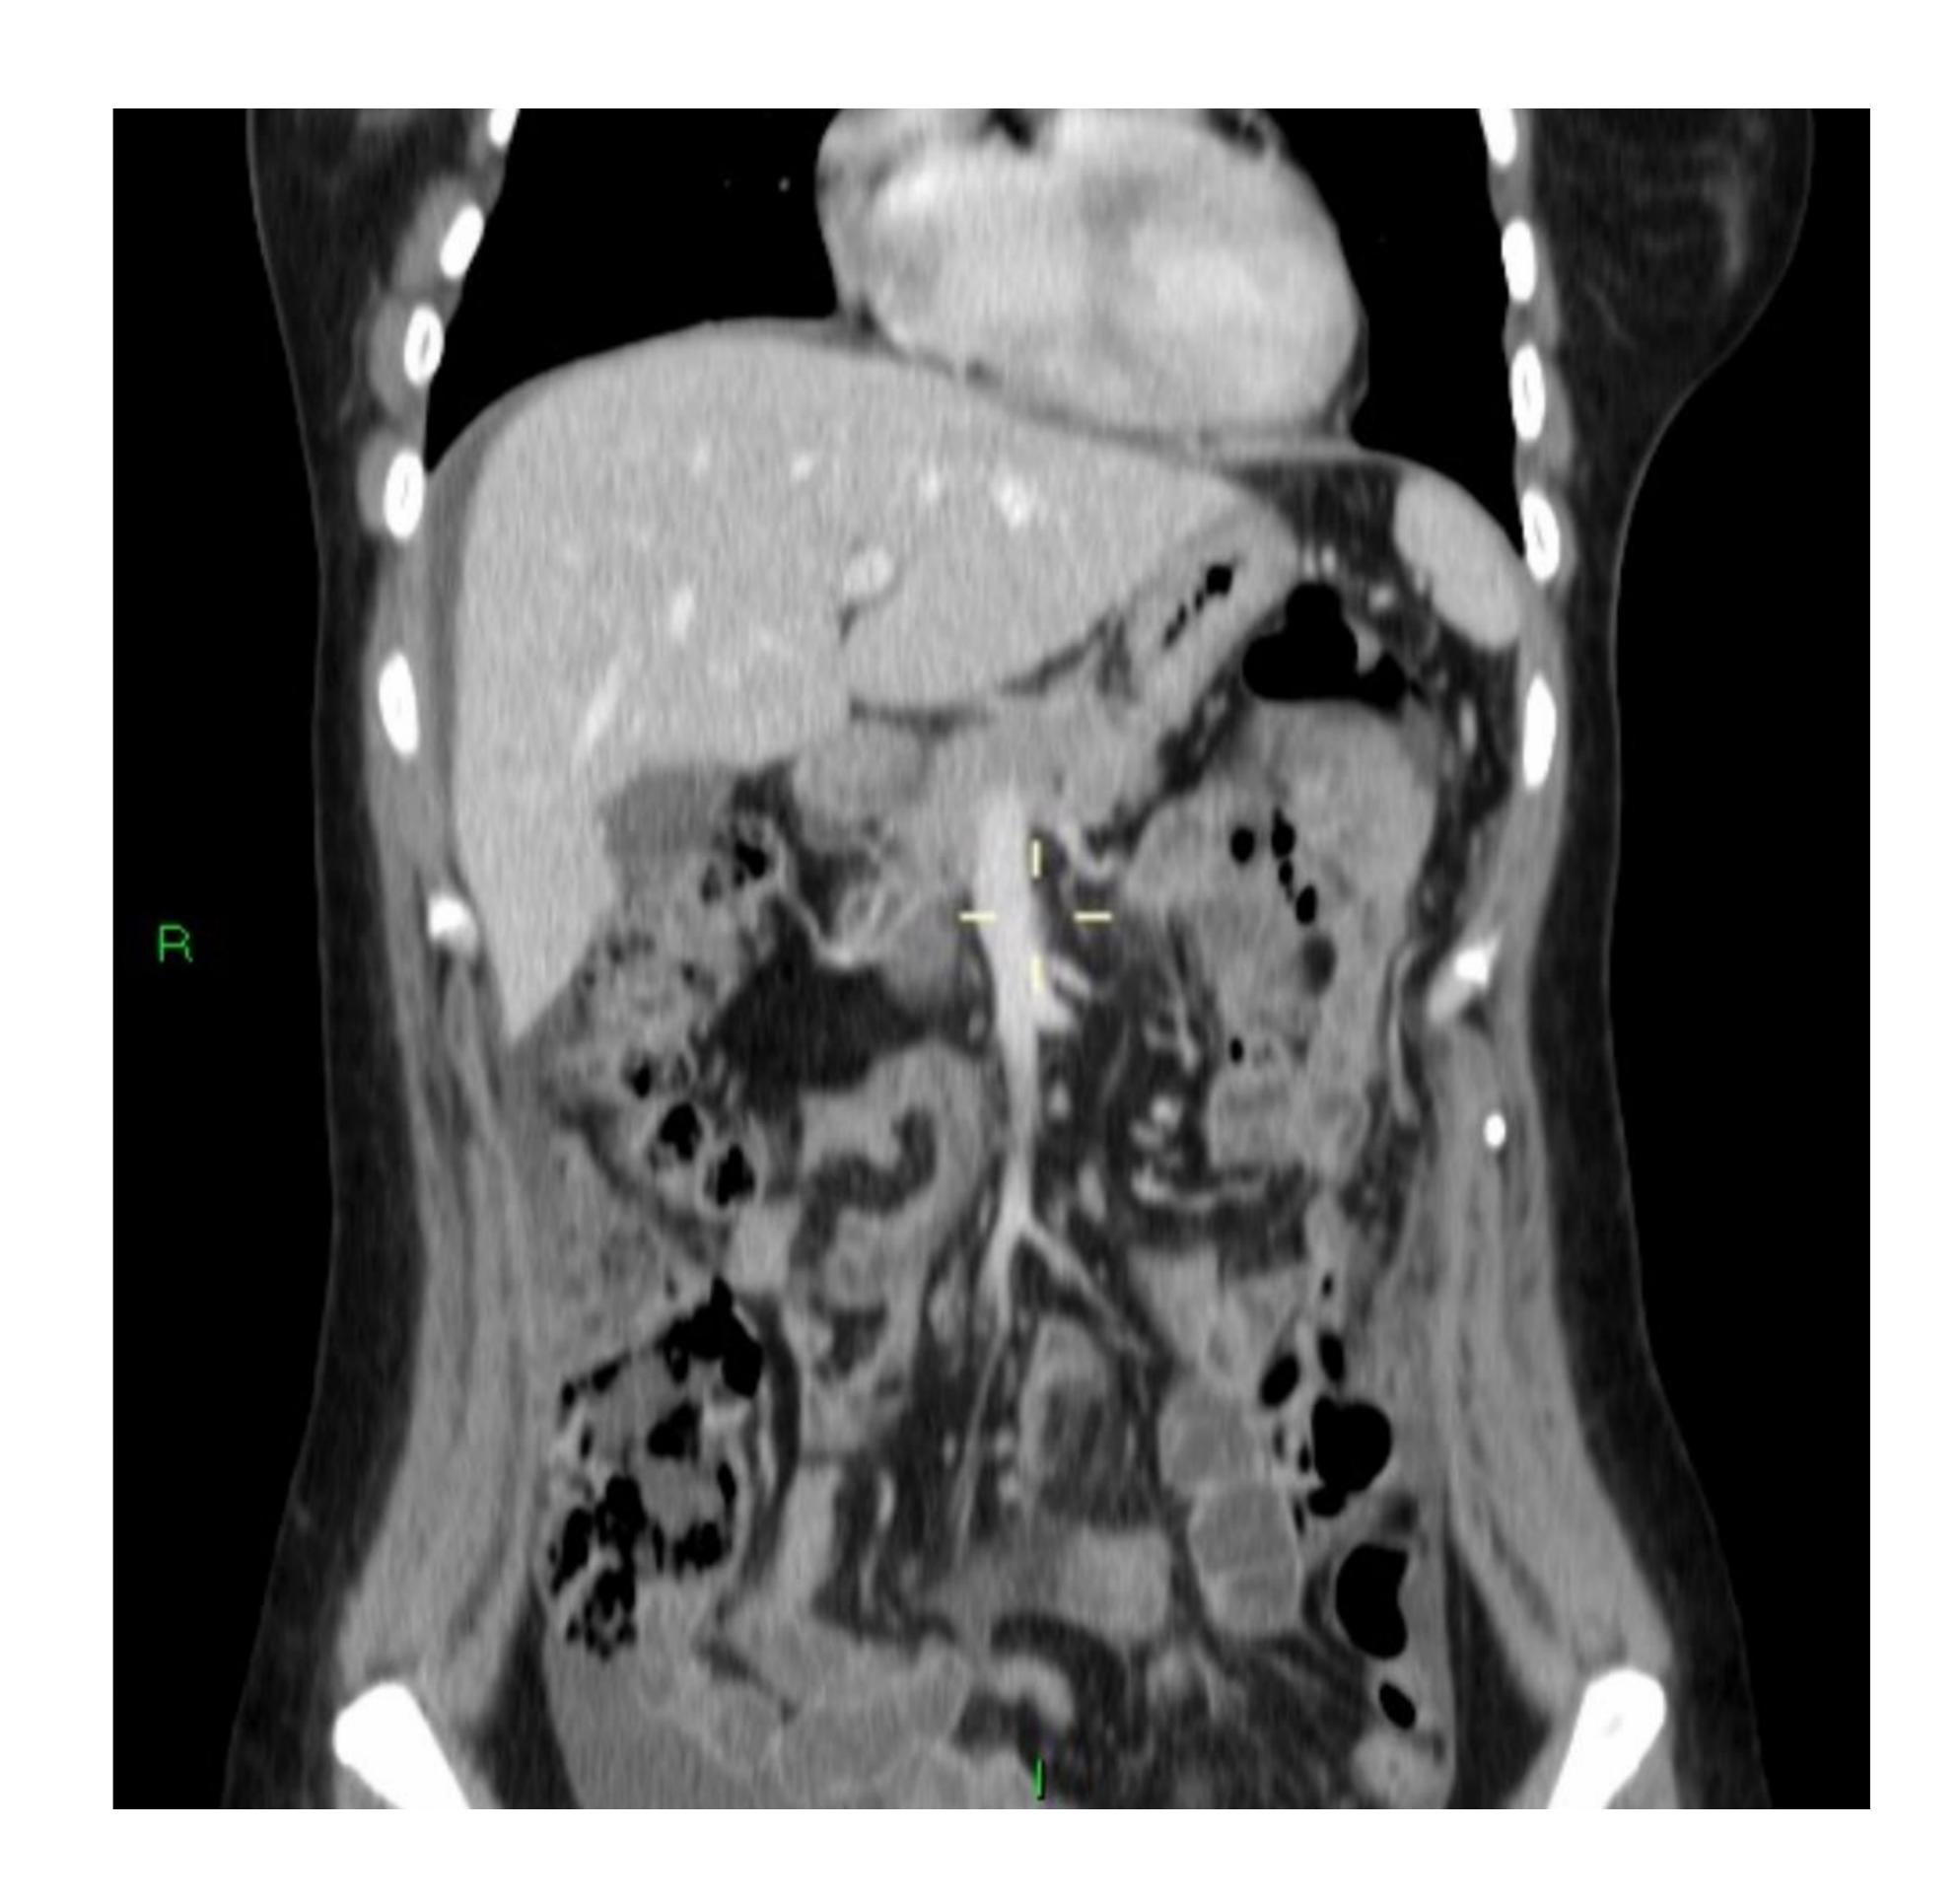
TC abdominopélvico con contraste intravenoso en plano coronal. Paciente diagnosticado de mesotelioma, cuya exploración evidencia la presencia de finas láminas de liquido ascítico en porciones perihepáticas y en ambos flancos.
